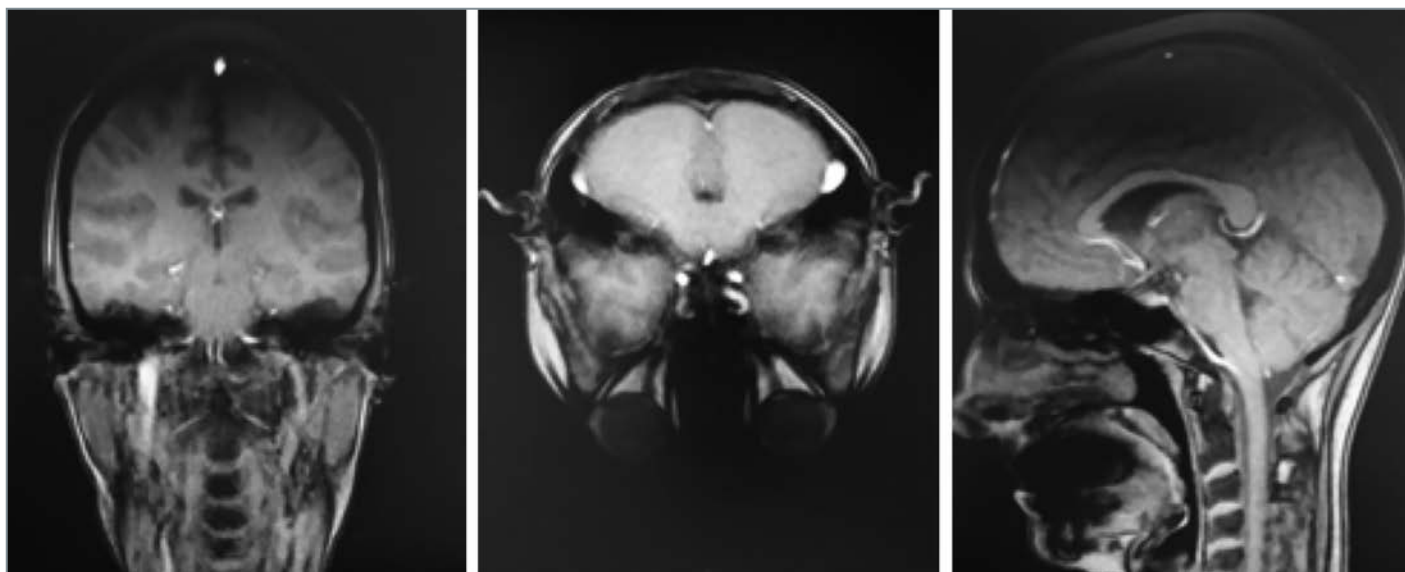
Данные МРТ головного мозга
